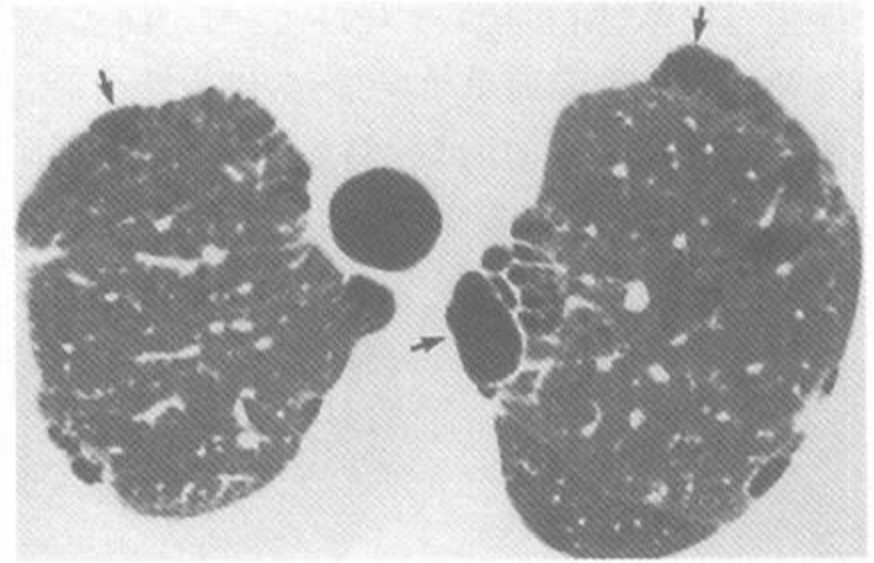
间隔旁型和小叶中心型肺气肿的 HRCT
